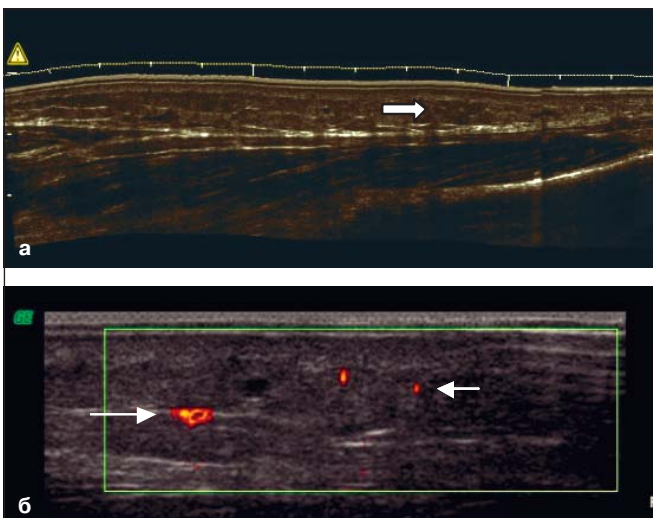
УЗИ узла больной Ф. с вторичной УЭ (наблюдение авторов):
